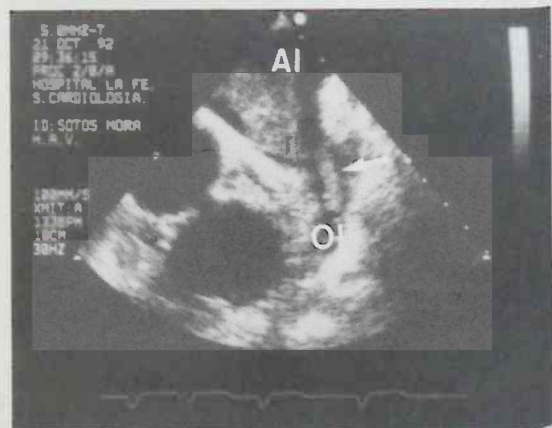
Ecografía transesofágica a nivel de aurícula izquierda (AI) y orejuela izquierda (OI), donde se observa la existencia de un trombo longitudinal (flecha) que se continúa con el gran trombo de la AI.
